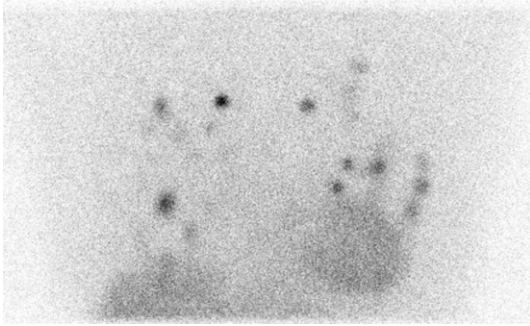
Planar image of ^{123}I -BMIPP scintigraphy shows multiple foci of increased tracer uptakes in the chest not only in the heart.
